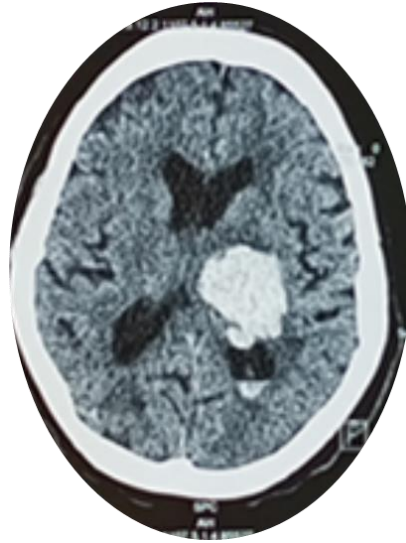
TDM cérébrale montrant AVC hémorragique capsulo-thalamique gauche avec effraction ventriculaire et un œdème perilésionnel
